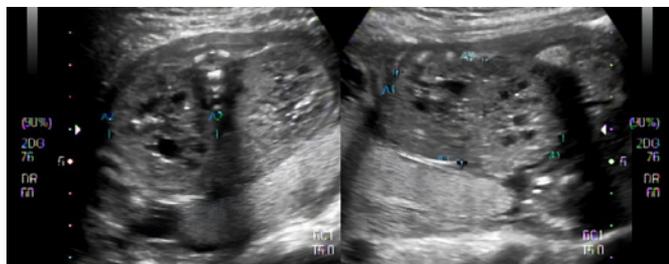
Imágenes de la ecografía bidimensional, realizada a las 22 semanas de gestación, que muestran el aspecto de los riñones, los cuales presentan displasia y aumento de tamaño, además de ser hiperecogénicos, con múltiples quistes en su interior y poca diferenciación corticomedular.
